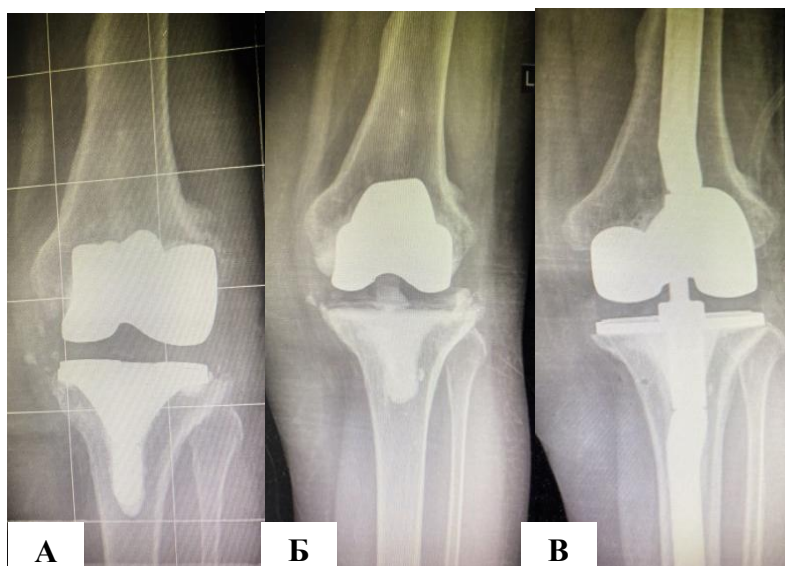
Клинический пример. Рентгенограммы левого коленного сустава в прямой проекции: А - нестабильность компонентов эндопротеза, периостит бедренной кости через 1 год после первичного ТЭКС; Б – после удаления нестабильных компонентов и санации полости сустава установлен антимикробный артикулирующий спейсер; В – ревизионное эндопротезирование с установкой стабилизированного во фронтальной плоскости эндопротеза LCSK Zimmer Biomet
